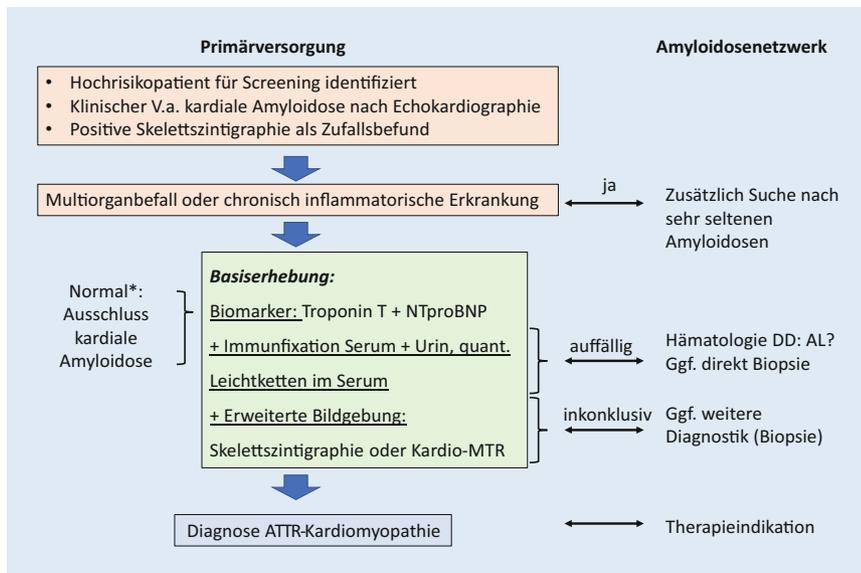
▲ Transsektorale Diagnostik bei kardialer Amyloidose. *Grenzwerte: Troponin T <14 mg/l und NT-proBNP <180 ng/l. AL Leichtkettenamyloidose, ATTR Transthyretin-Amyloidose, DD Differenzialdiagnose, MRT Magnetresonanztomographie, NTproBNP N-terminales pro-Brain Natriuretisches Peptid
